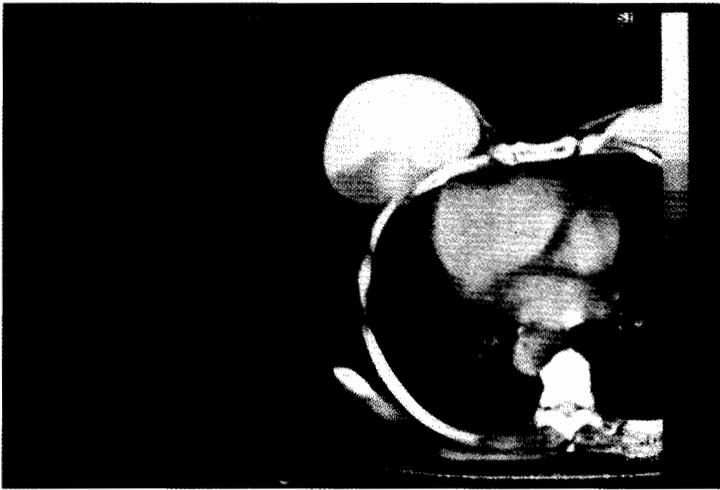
Rotura de prótesis de gel de silicona. Tomografía axial computarizada (TAC). Hay una pérdida de la densidad radiológica en el implante utilizado para reconstrucción postmastectomía.
